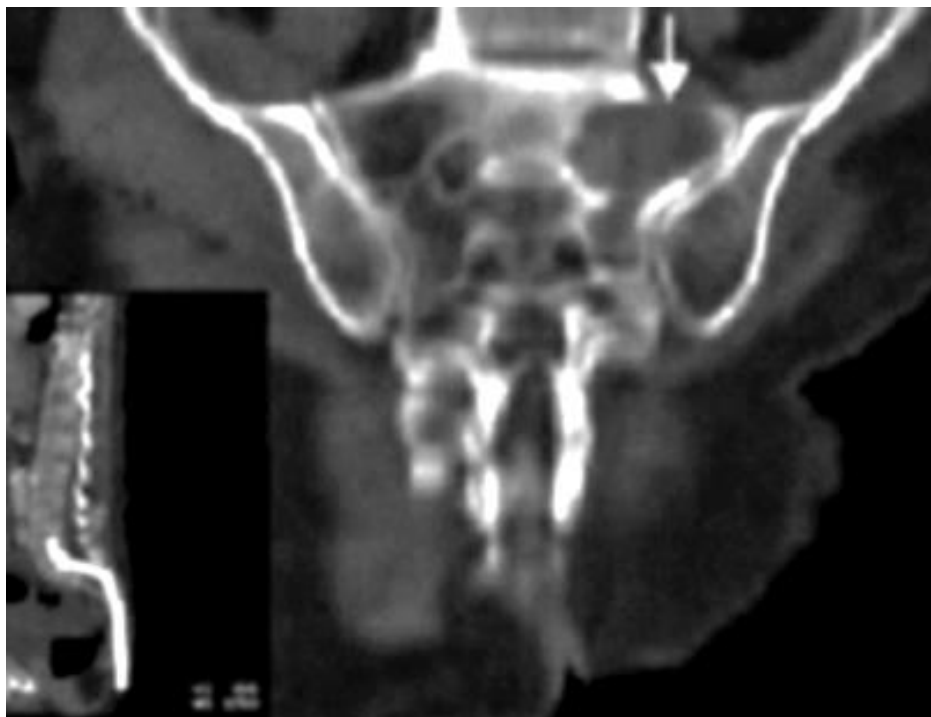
КТ реконструкція у фронтальній площині. Метастатичне ураження – визначається деструкція бічних мас хребця при раку печінки (Sutton D.).
